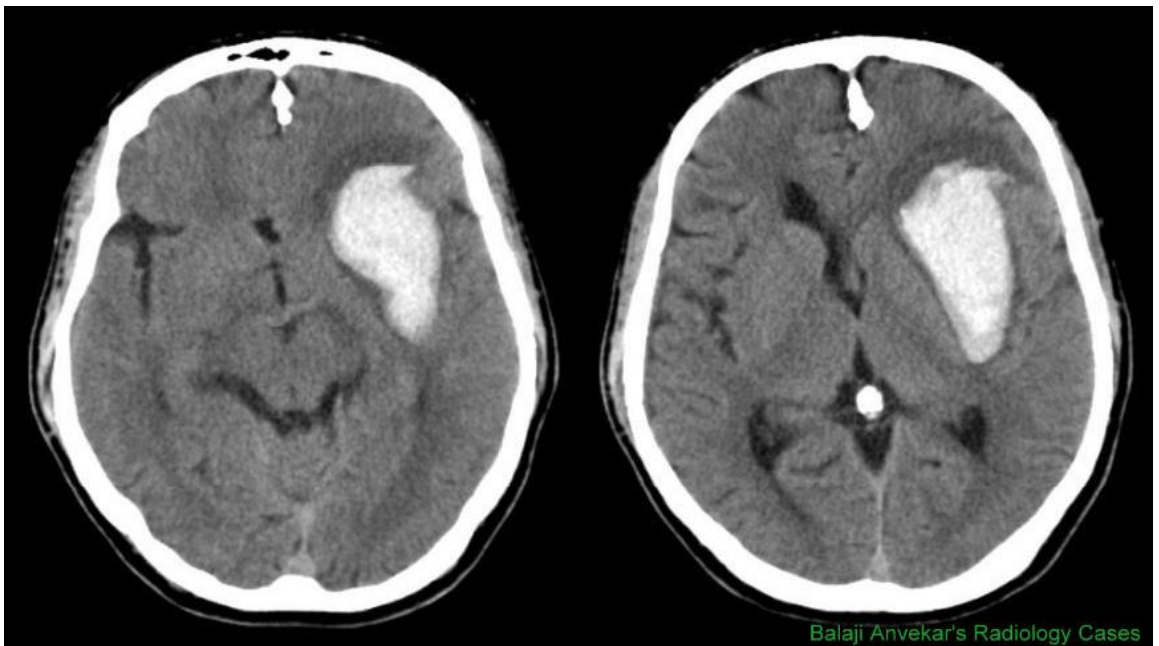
CT Scan* Tumor Otak (sumber: Tagle dkk, 2002)
